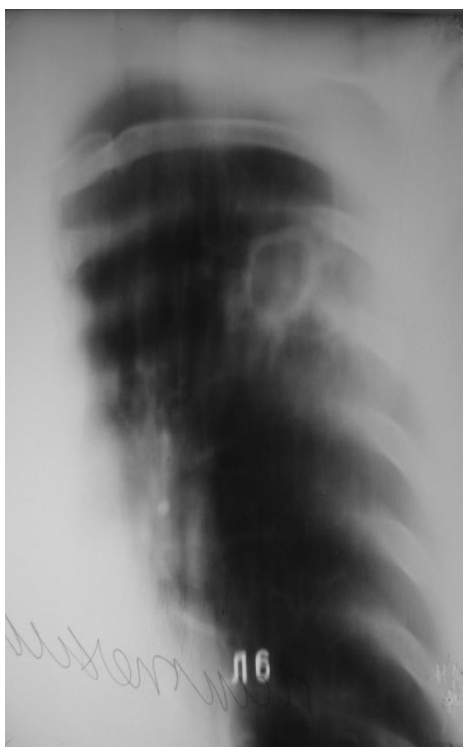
Линейная томограмма больной П. при поступлении.
